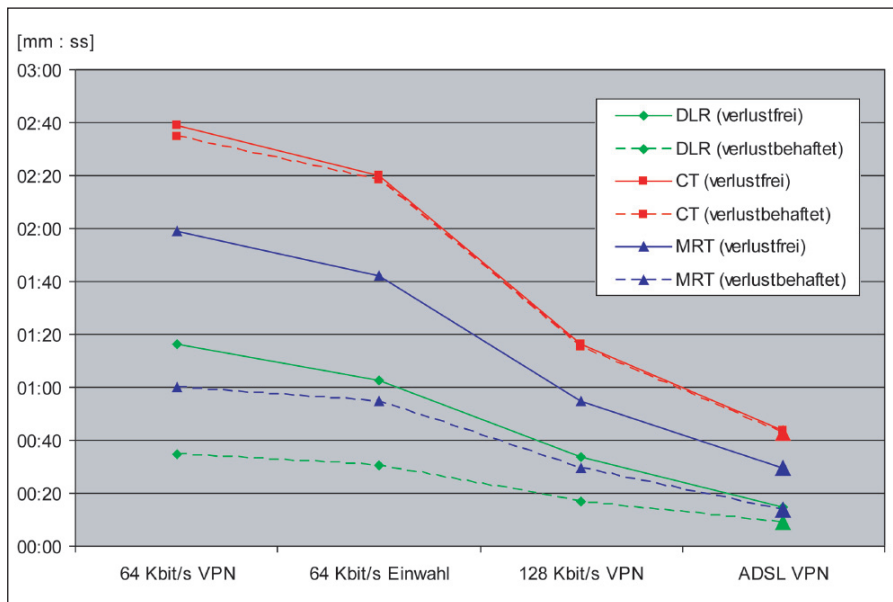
TTD für die verschiedenen Testobjekte bei verlustfreier und verlustbehafteter Kompression. Die Messungen wurden für drei Netzwerkgeschwindigkeiten mit VPN und für 64 kBit/s mit einer direkten Einwahl vorgenommen. DLR = Digitale Lumineszenzradiographie; CT = Computer Tomographie; MRT = Magnetresonanztomographie
